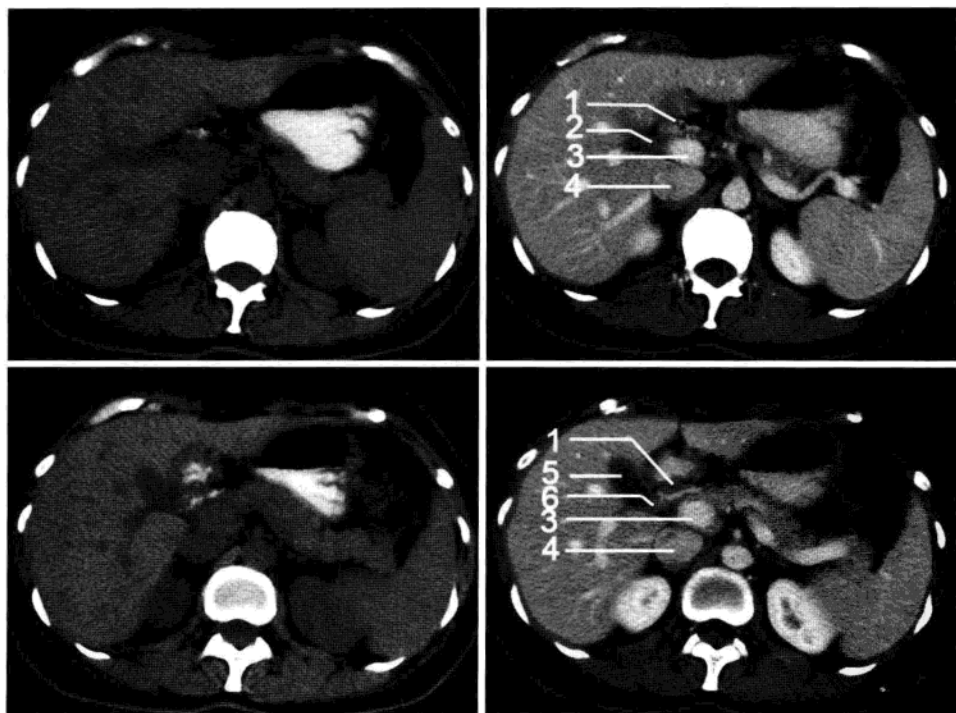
胆囊横断面 CT (层厚 5mm, 左图为平扫, 右图为增强静脉期)
